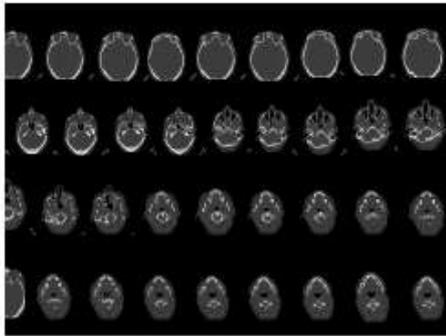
radiological cuts of CT used for the generation of the 3D models
